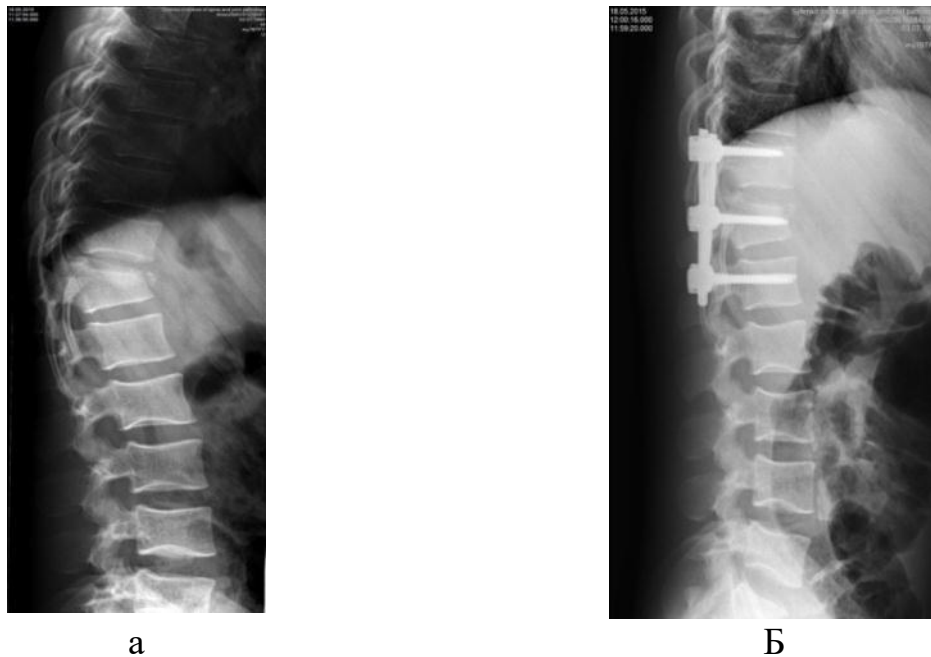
Рентгенограми хворого Б., історія хвороби № 87970. Ступінь корекції висоти тіла хребця після використання задньої транспедикулярної конструкції: до (а) та після (б) операції
